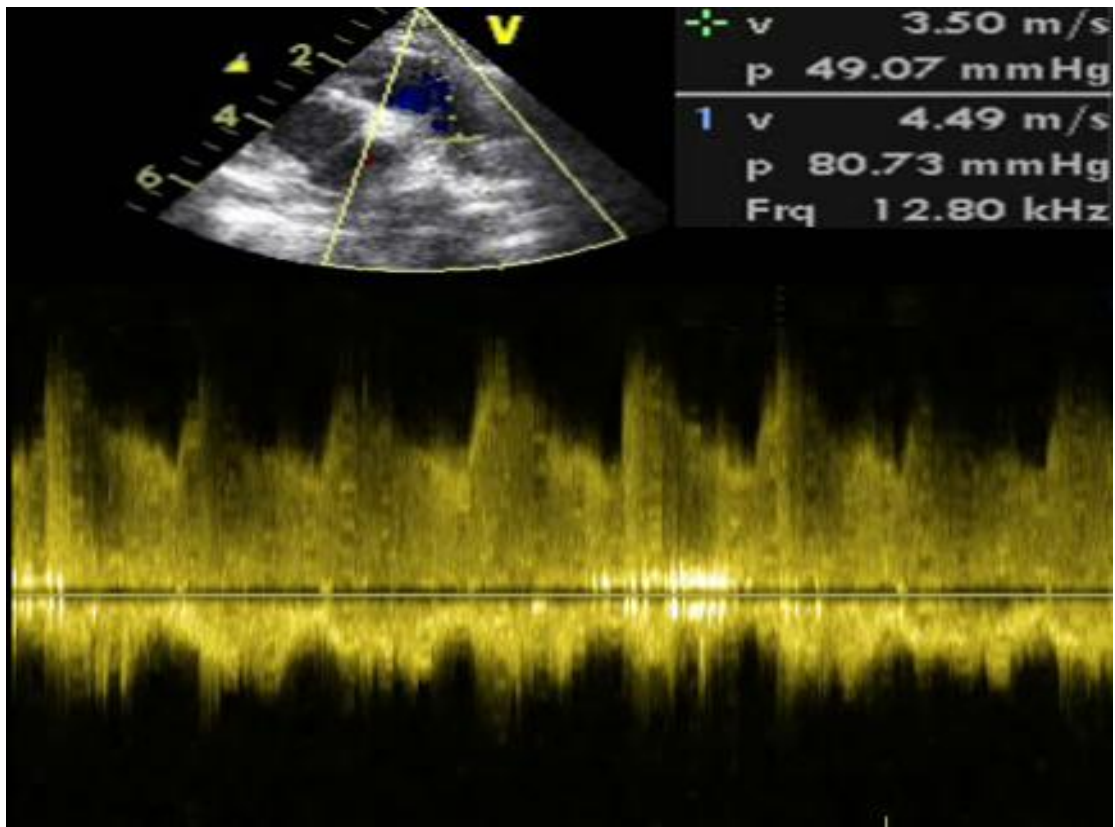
Doppler continu le long de l'axe de PCA. Le flux à la fois systolique et diastolique.
